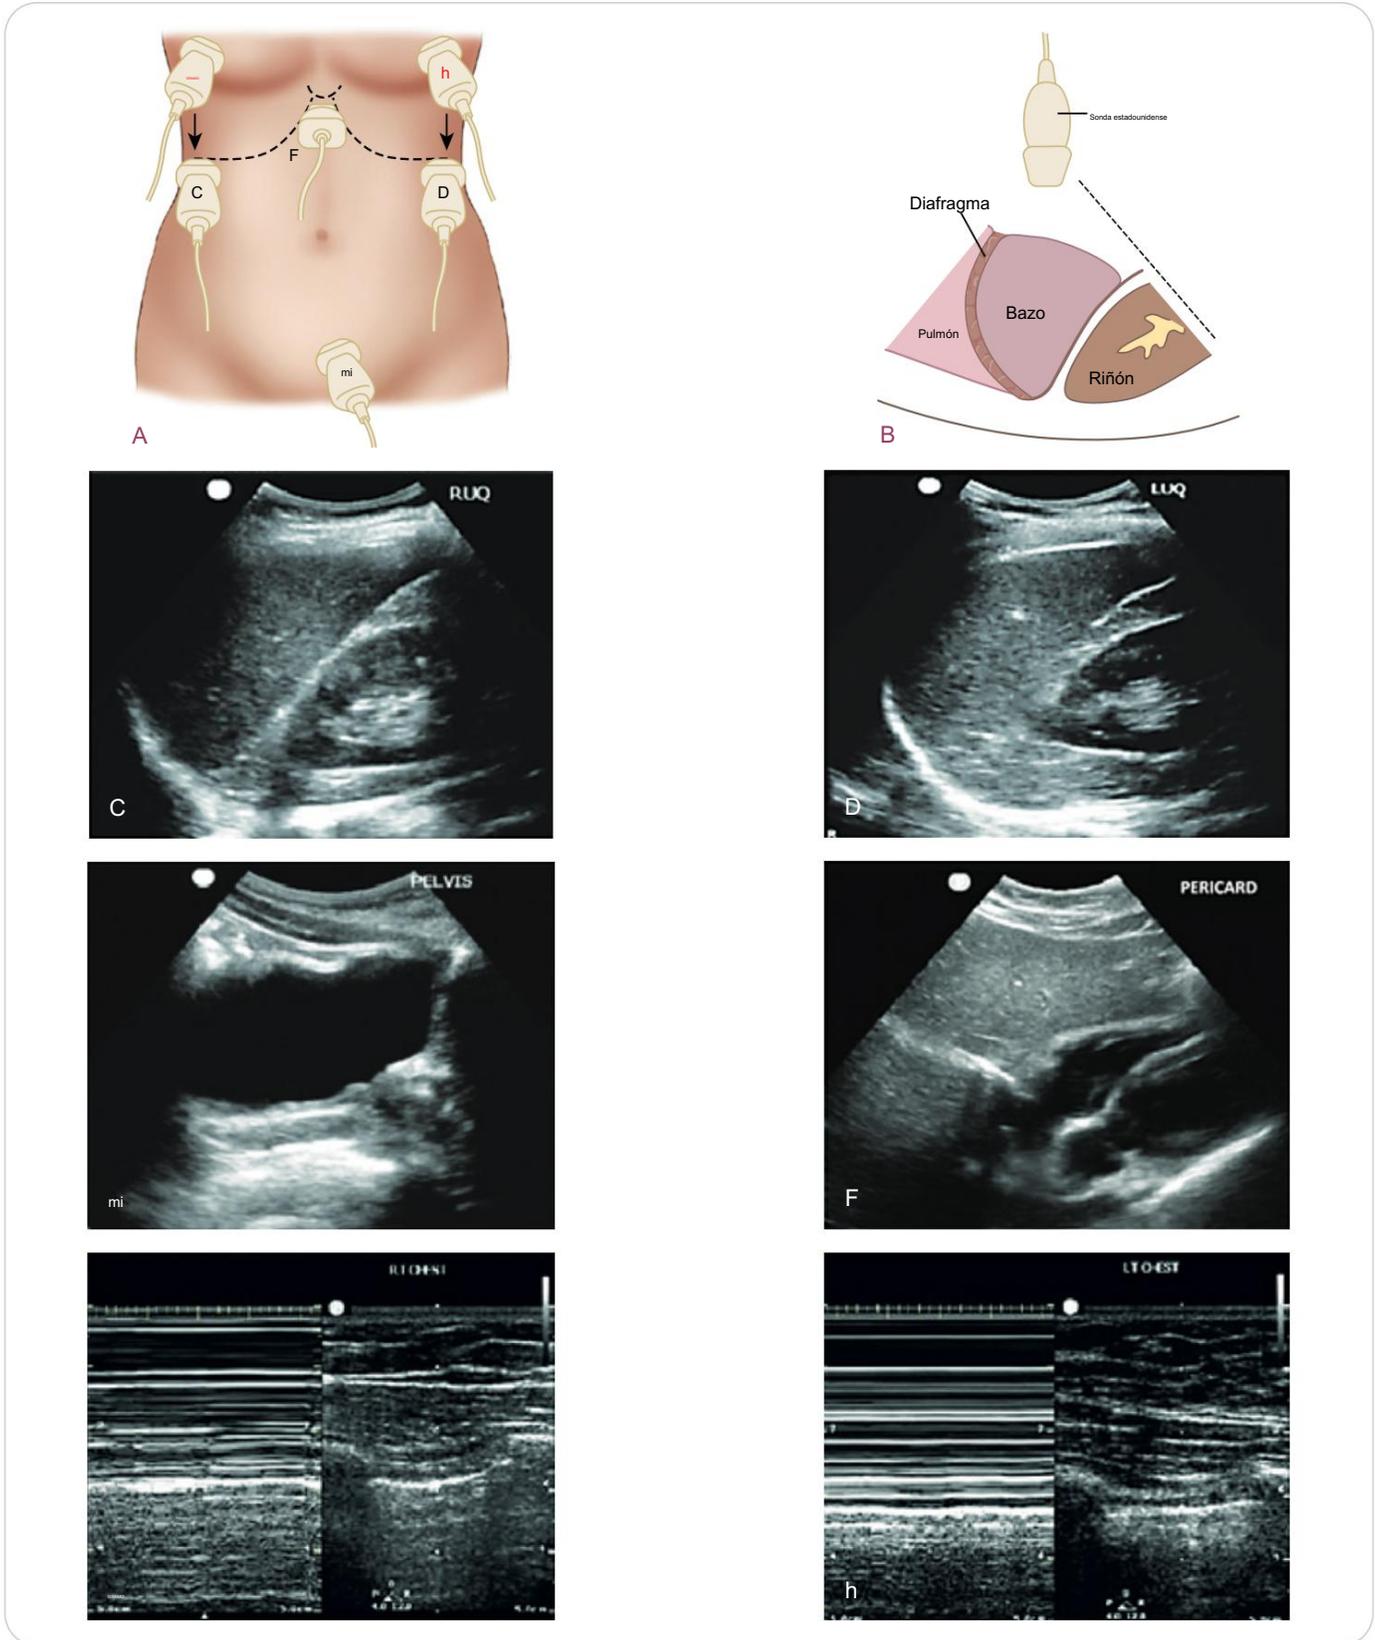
Evaluación enfocada extendida con ecografía para traumatismos (eFAST). A. Colocación de la sonda para seis vistas que constituyen el examen eFAST. B. Orientación del pulmón, el bazo, el diafragma y el riñón con respecto a la sonda de ultrasonido para una visión espleno renal. C. Vista normal del cuadrante superior derecho. D. Vista normal del cuadrante superior izquierdo. E. Vista normal de la pelvis. F. Vista normal del pericardio. G. Vista normal del tórax derecho. H. Vista normal del tórax izquierdo.
